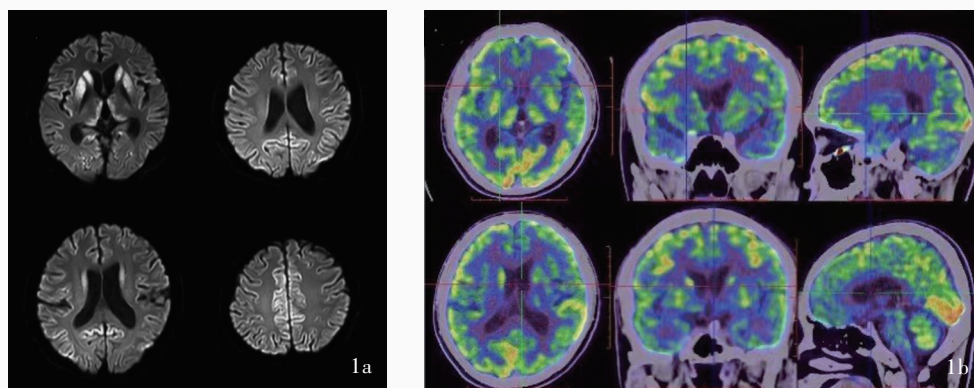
gCJD患者(例8)头部影像学检查所见 1a 横断面DWI显示,双侧基底节区、丘脑高信号影,皮质散在高信号影 1b ¹⁸F-FDG PET显示,广泛大脑皮质代谢降低,右侧基底节区代谢降低(蓝色区域所示)
